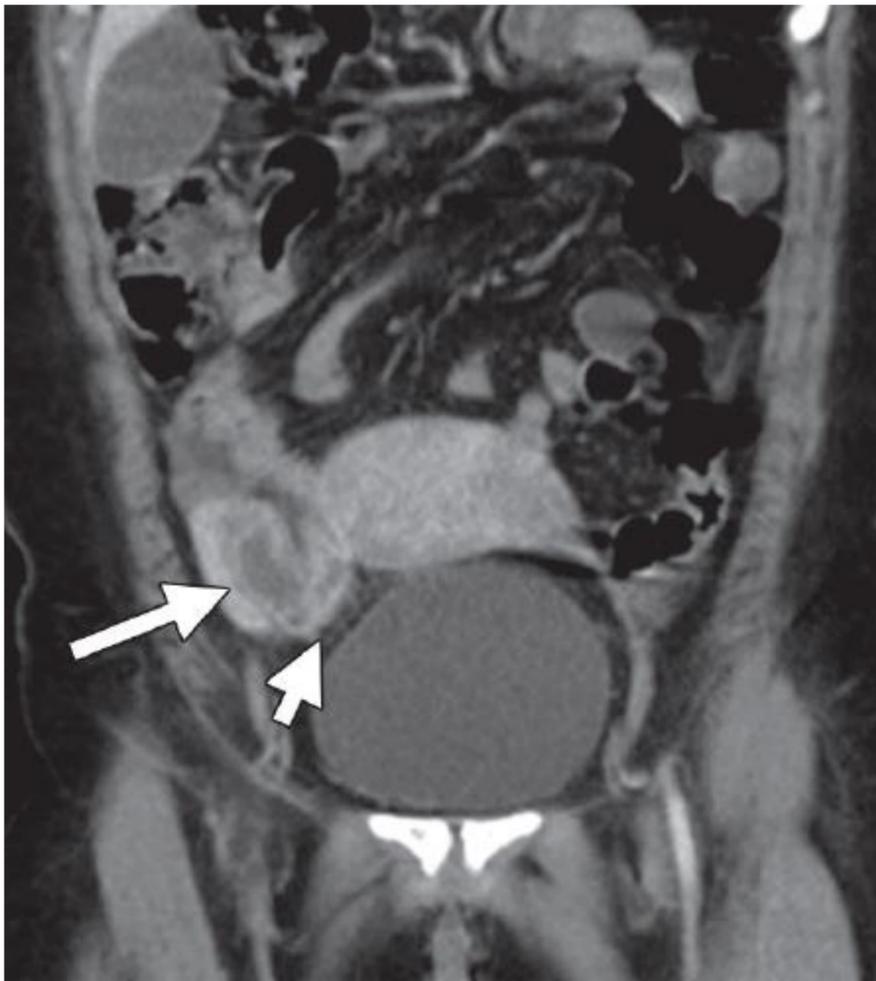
corte coronal y axial respectivamente de TC donde observamos las trompas de Falopio derecha (1) e izquierda (3) dilatadas, con engrosamiento y realce mural, junto con reticulación de la grasa adyacente, sugestivas de piosalpinx. Presencia de DIU en la imagen 3.
